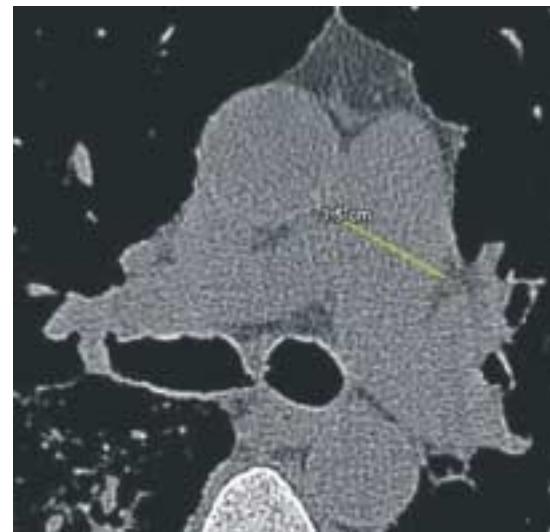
Tomografía de tórax donde se observa dilatación del tronco de la arteria pulmonar mayor de 29mm.
